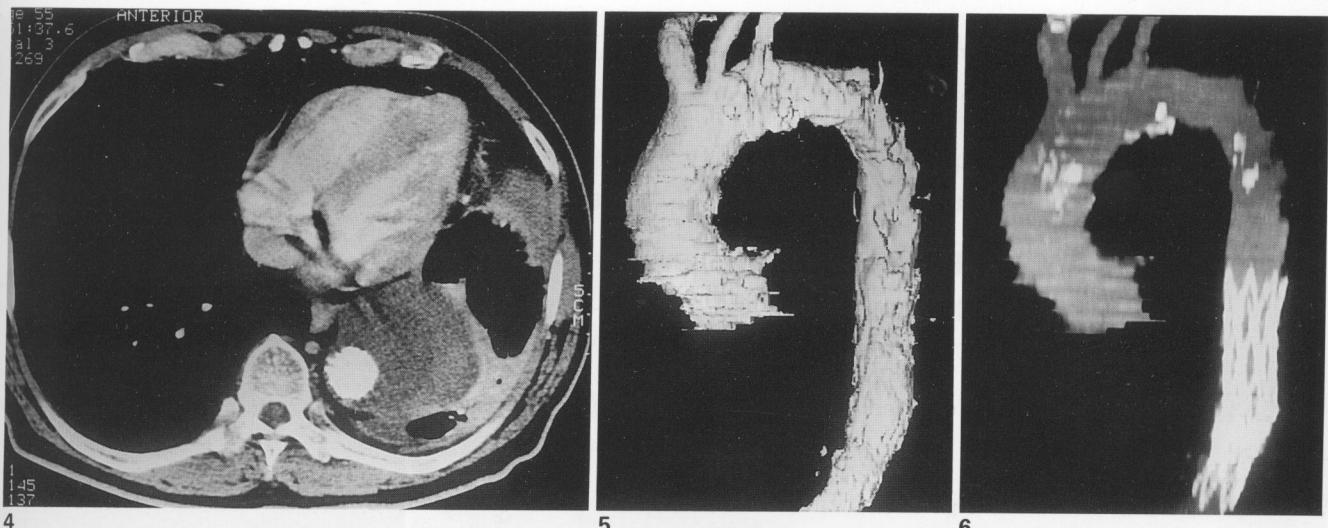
1 month follow-up axial CT image shows thrombosis of the aortic aneurysm.
